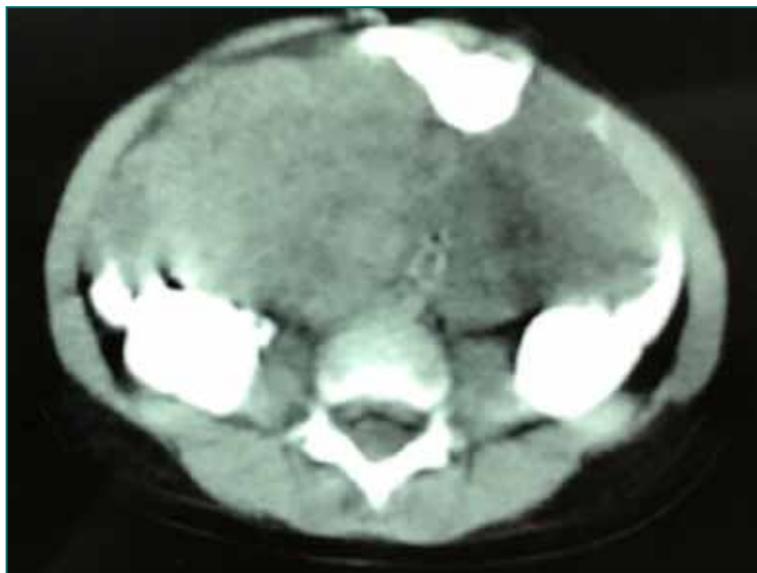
Tomografía axial computada. Masa abdominal heterogénea de límites poco definidos.
